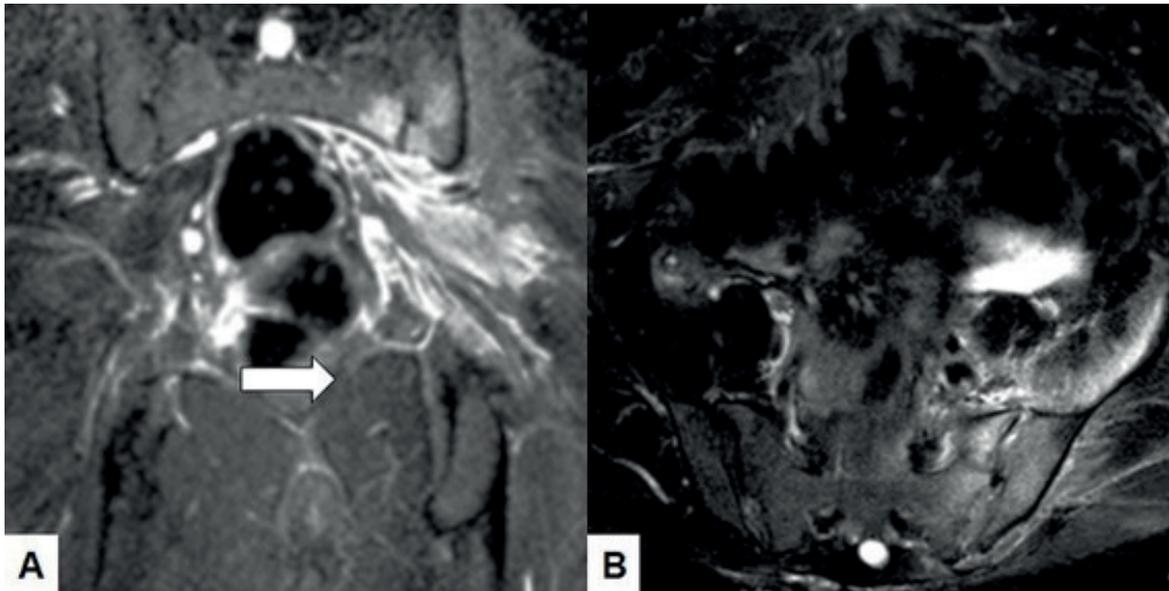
IMAGEN CORONAL DE RESONANCIA MAGNÉTICA LUEGO DEL TRATAMIENTO DE LA ARTICULACIÓN SACROILÍACA IZQUIERDA. LA FLECHA MUESTRA DESAPARICIÓN DE LA COLECCIÓN CON LIGEROS CAMBIOS RESIDUALES PERSISTENTES DE LOS TEJIDOS BLANDOS Y DISMINUCIÓN DEL EDEMA DE LA MÉDULA ÓSEA DE LA ARTICULACIÓN.
